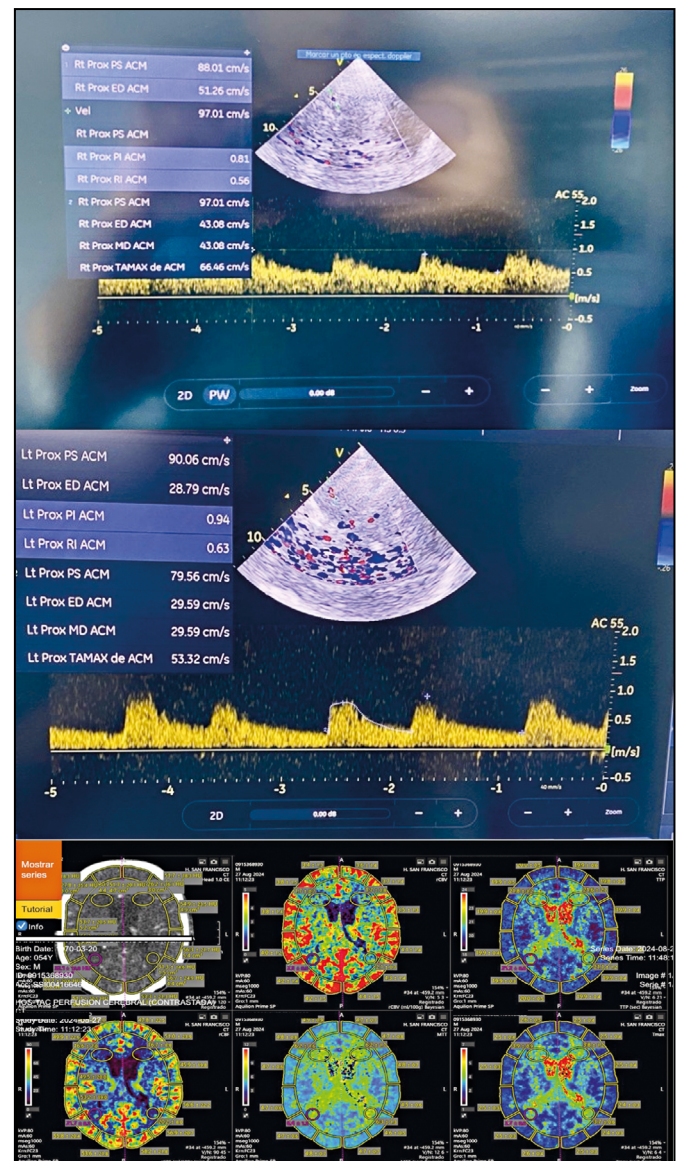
Estudio del caso 1. A: Tomografía por perfusión cerebral muestra aumento del CBV compatible con hiperperusión cerebral. B: Doppler transcraneal de la ACM derecha con velocidades dentro de los rangos fisiológicos. C: Doppler transcraneal de la ACM izquierda con velocidades dentro de los rangos fisiológicos.
